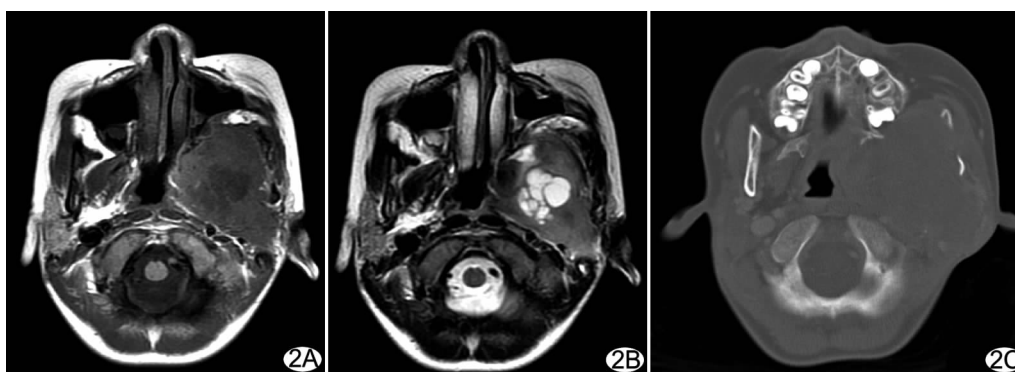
左侧 MS 原发横纹肌肉瘤 A. 轴位平扫 T1WI 显示左侧 MS 巨大不规则形肿块, 边界不清; B. 轴位平扫 T2WI 显示肿瘤信号不均匀、可见多发囊变区; C. 轴位 CT 骨窗显示左侧下颌支、翼突骨质破坏
